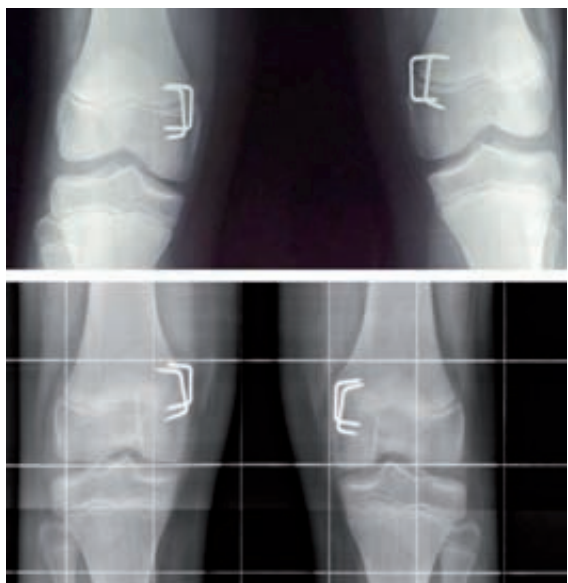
Particolare radiografico: notare la crescita del condilo femorale esterno e l'orizzontalizzazione della rima articolare.
